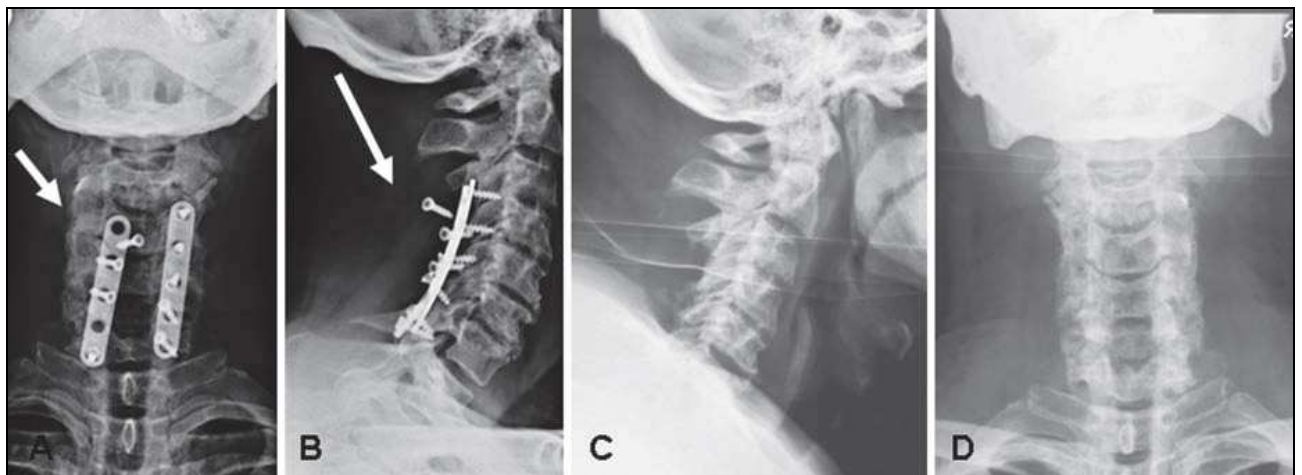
Figure n ° 46: mobilisation vis après ostéosynthèse par plaque multi-cervicale postérieure, comme indiqué par les flèches sur les radiographies face et profil d'un patient subissant de stabilisation avec matériel et sans greffe osseuse [46]
